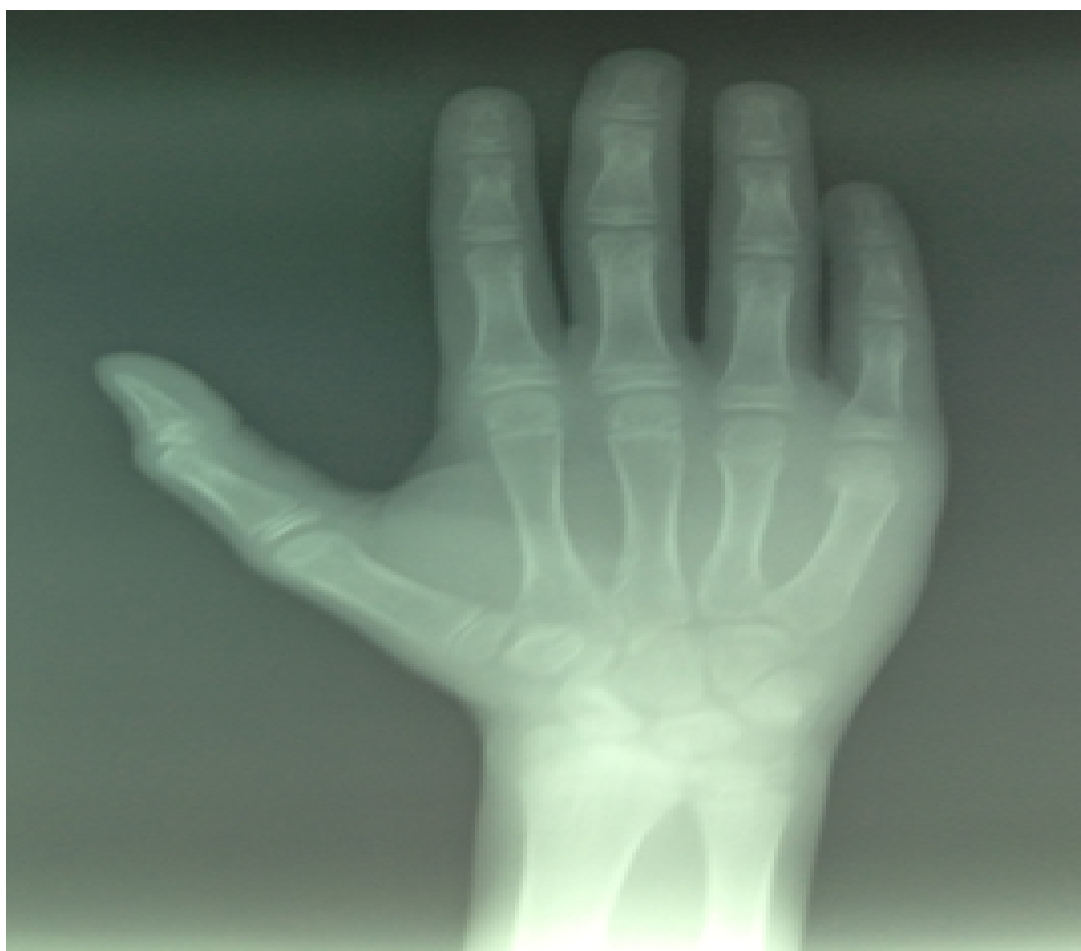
Radiographie de la main gauche face en supination objectivant une fracture du col du 5 métacarpe avec bascule palmaire de la tête ; angulation de 45 °et translation
